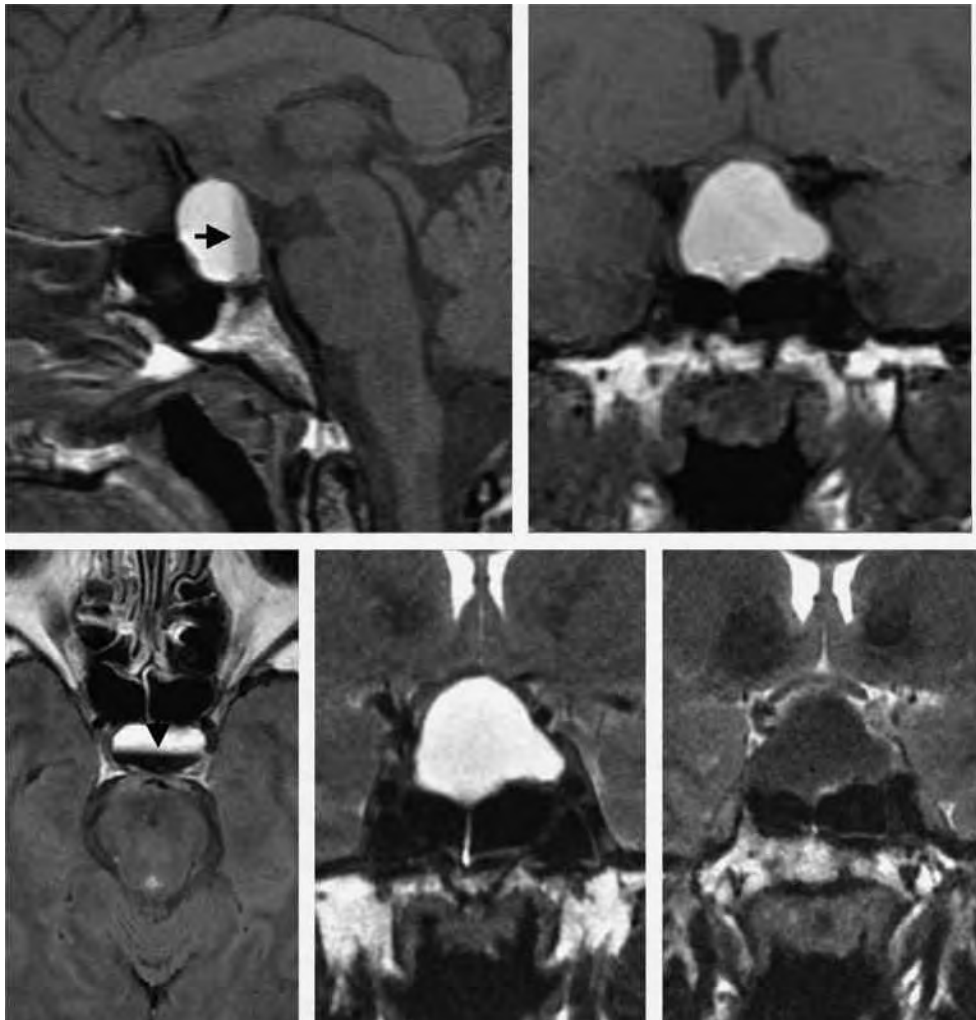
IRM - Macroadénome à prolactine avec nécrose hémorragique chez une femme de 35 ans. (D'après J.-L. Dietemann, Neuro-imagerie diagnostique, 2^e édition, Elsevier Masson, 2012.)
